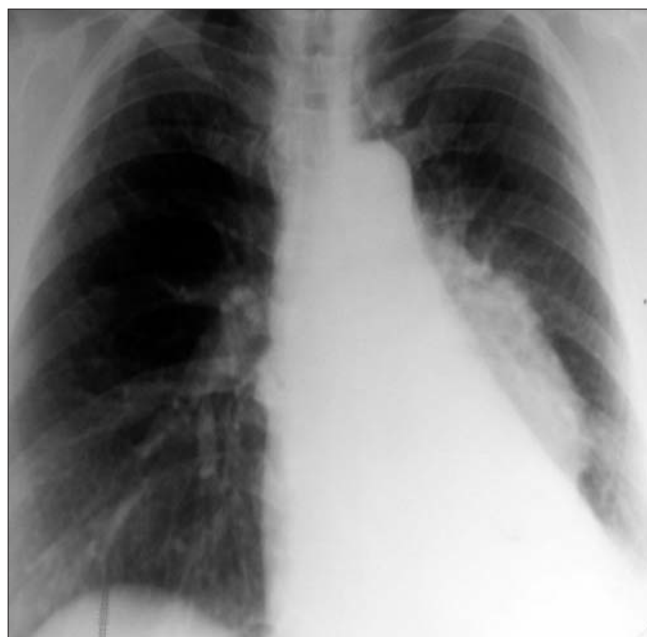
Radiografie toracică anteroposterioară standard – opacitate parahilară stângă
